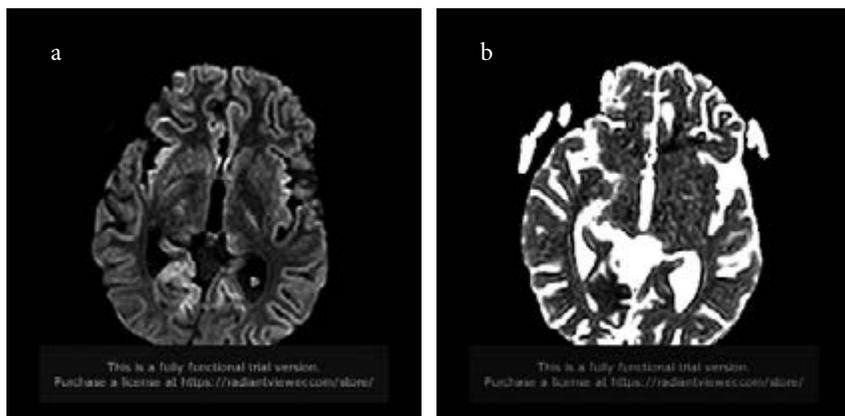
МР-томограммы девочки А. в режиме диффузии DWI b-1000 (a) с соответствующей картой (b) на момент дебюта НС. Описание в тексте.
